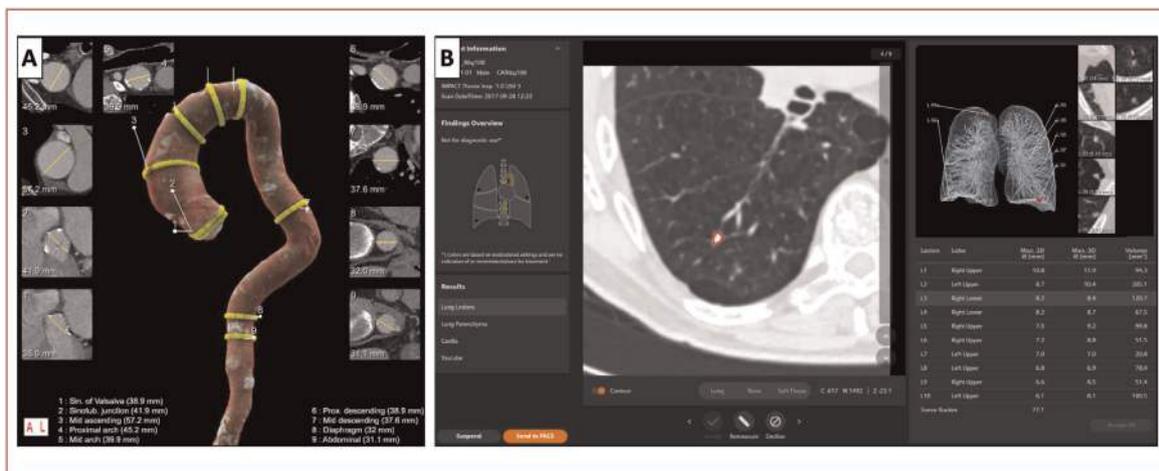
Exemple d'un logiciel automatisé permettant la détection des nodules pulmonaires et des anomalies de l'aorte thoracique à partir d'un scanner thoracique ou coroscaner (Courtoisie AI Rad Companion Chest CT software, Siemens Healthineers, Erlangen, Germany). Exemple de segmentation et de mesures entièrement automatisée à chaque niveau d'intérêt de l'aorte thoracique à partir d'un scanner thoracique injecté. Exemple de segmentation et de mesures entièrement automatisées à chaque niveau d'intérêt de l'aorte thoracique à partir d'un scanner thoracique injecté.
